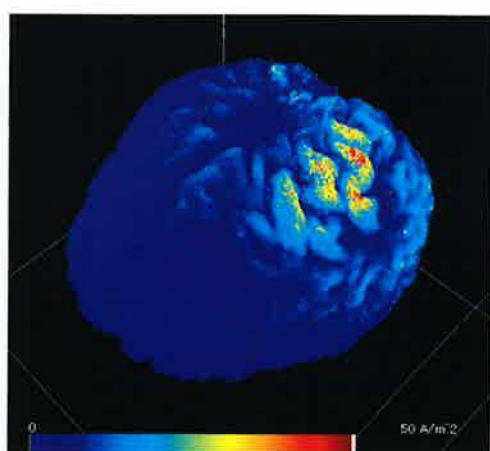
MRI画像より作成した脳モデルによる経頭蓋磁気刺激シミュレーション
